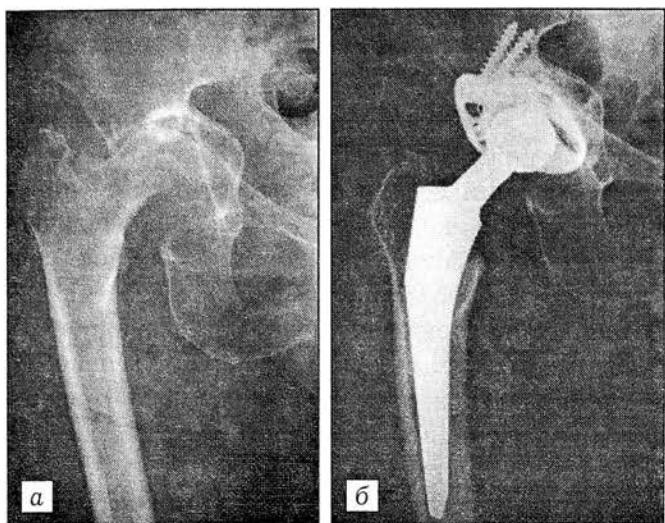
Рентгенограммы тазобедренного сустава больного ревматоидным артритом с вторичным прорезиненным кокситом.
